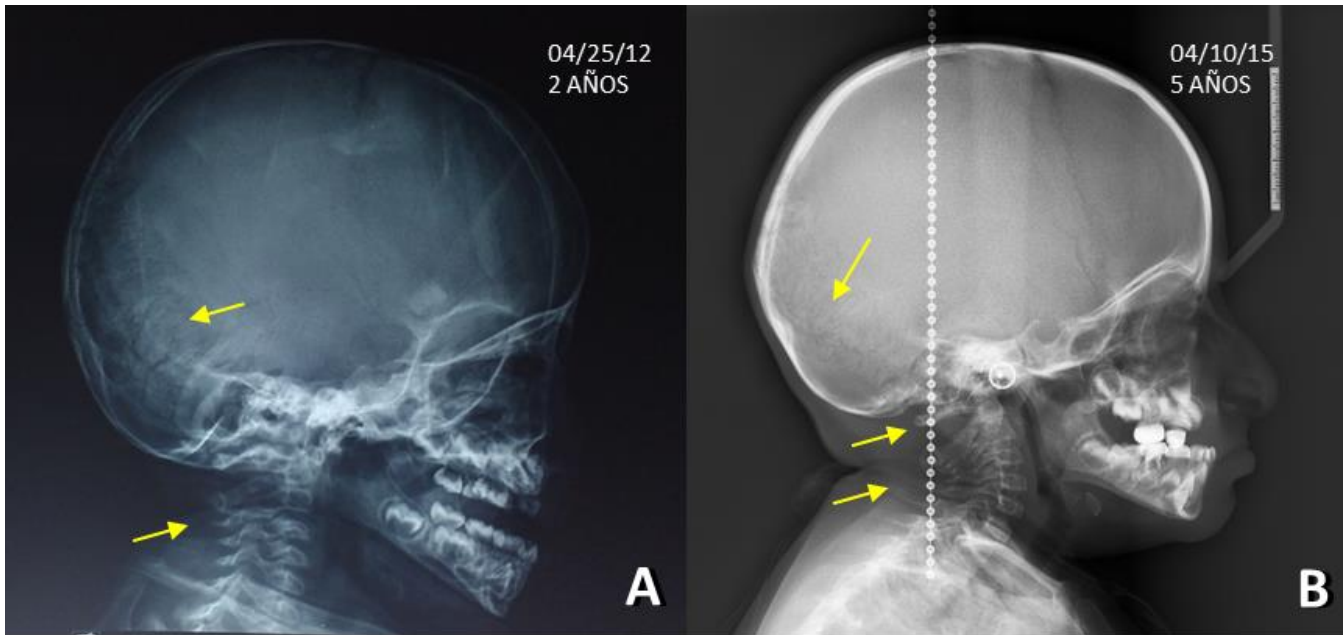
Lateral de cráneo de paciente con OI a los 2 años de edad (A) y post rehabilitación bucodental a los 5 años de edad (B), en ambas radiografías se observan deformación incipiente de la región occipital asociada a múltiples huesos Wormianos incrustado en la sutura lambdaidea, siendo este hallazgo sugestivo para el diagnóstico, pero no definitivo. También es visible el avance del colapso de las vértebras cervicales, hipoplasia maxilar, desarrollo mandibular normal aparentemente, mordida cruzada anterior e hipoplasia del tercio medio facial.
